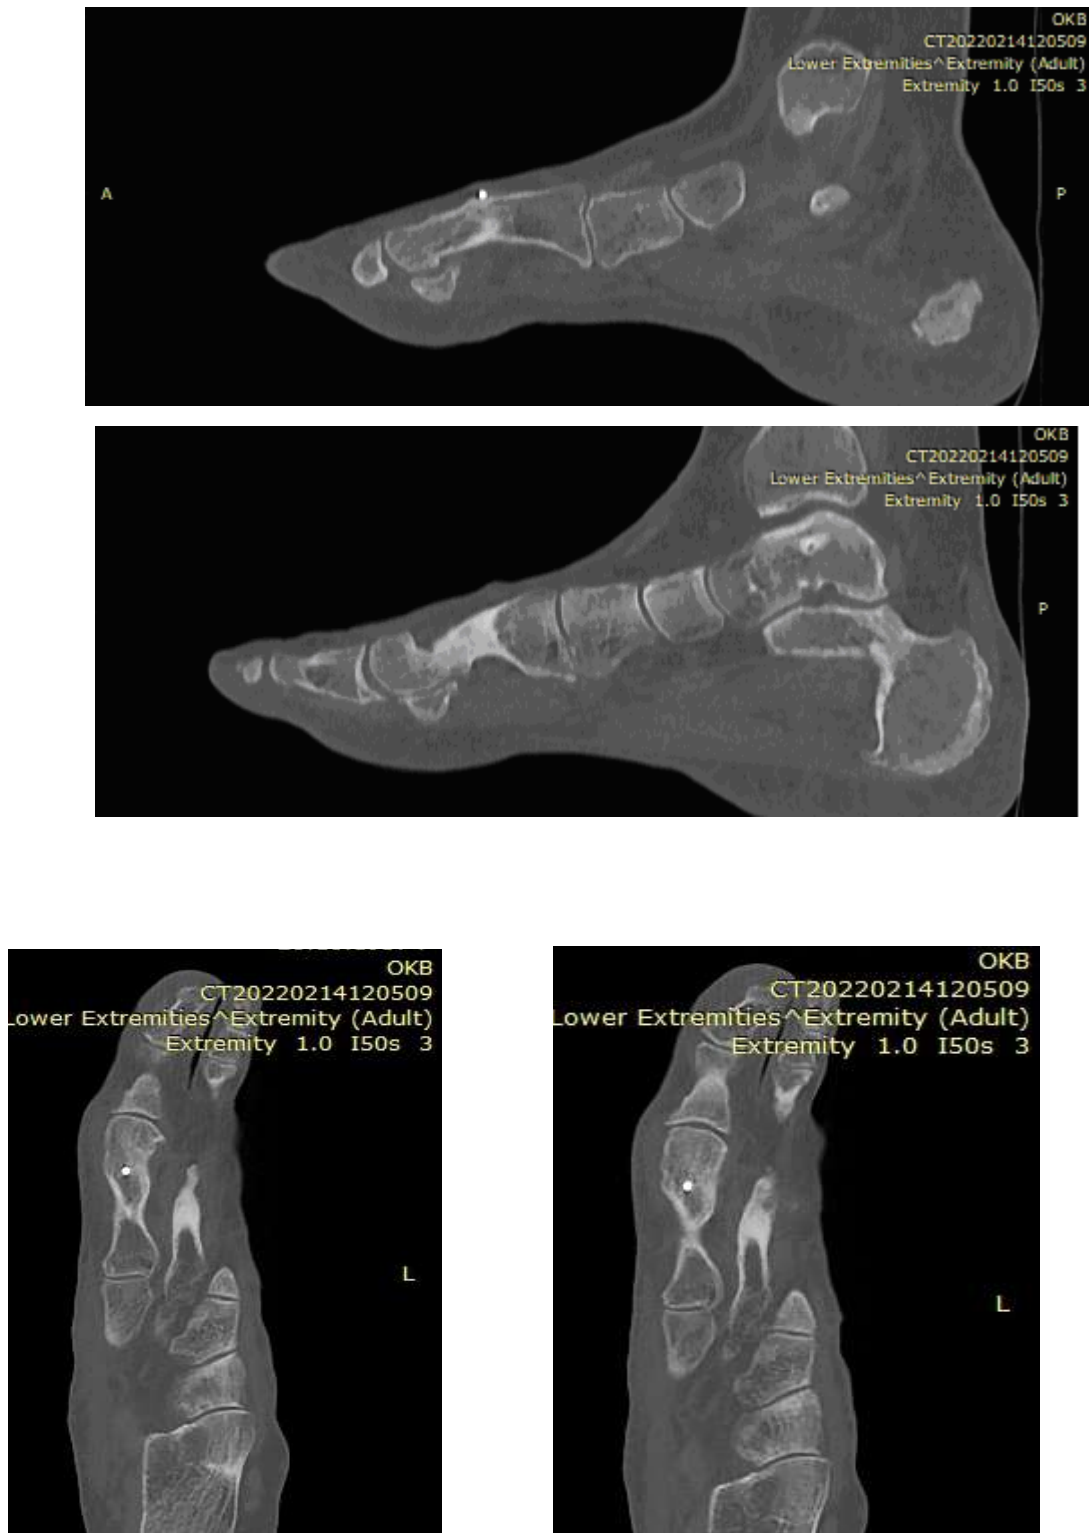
КТ стопы в сагиттальной и аксиальной проекциях пациента М. ♀ 60 лет. Состояние после SCARF остеотомии. Результат через 5 лет.
